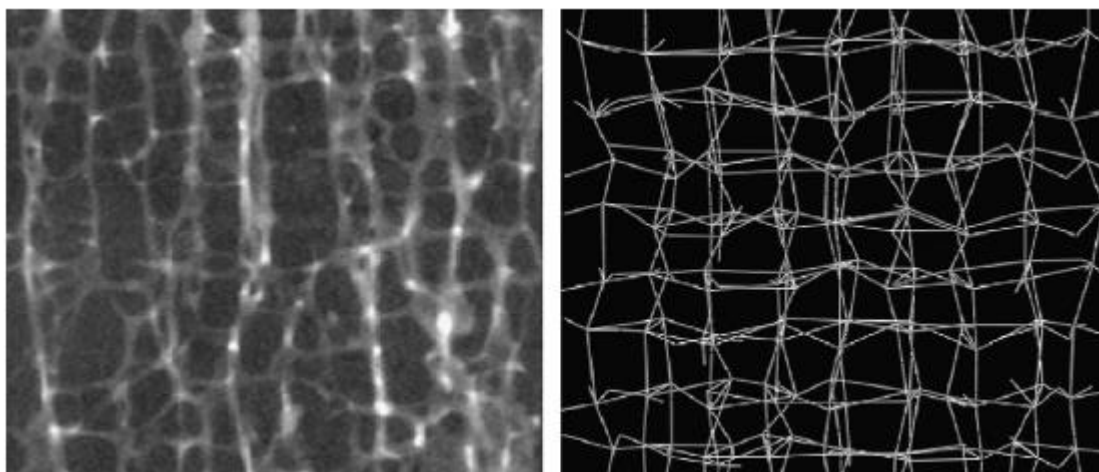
Imagem micro-CT de um osso trabecular vertebral envelhecido (esquerda). Visão ampliada da estrutura com um fator de 0.3 de perturbação da rede (direita) [24]
